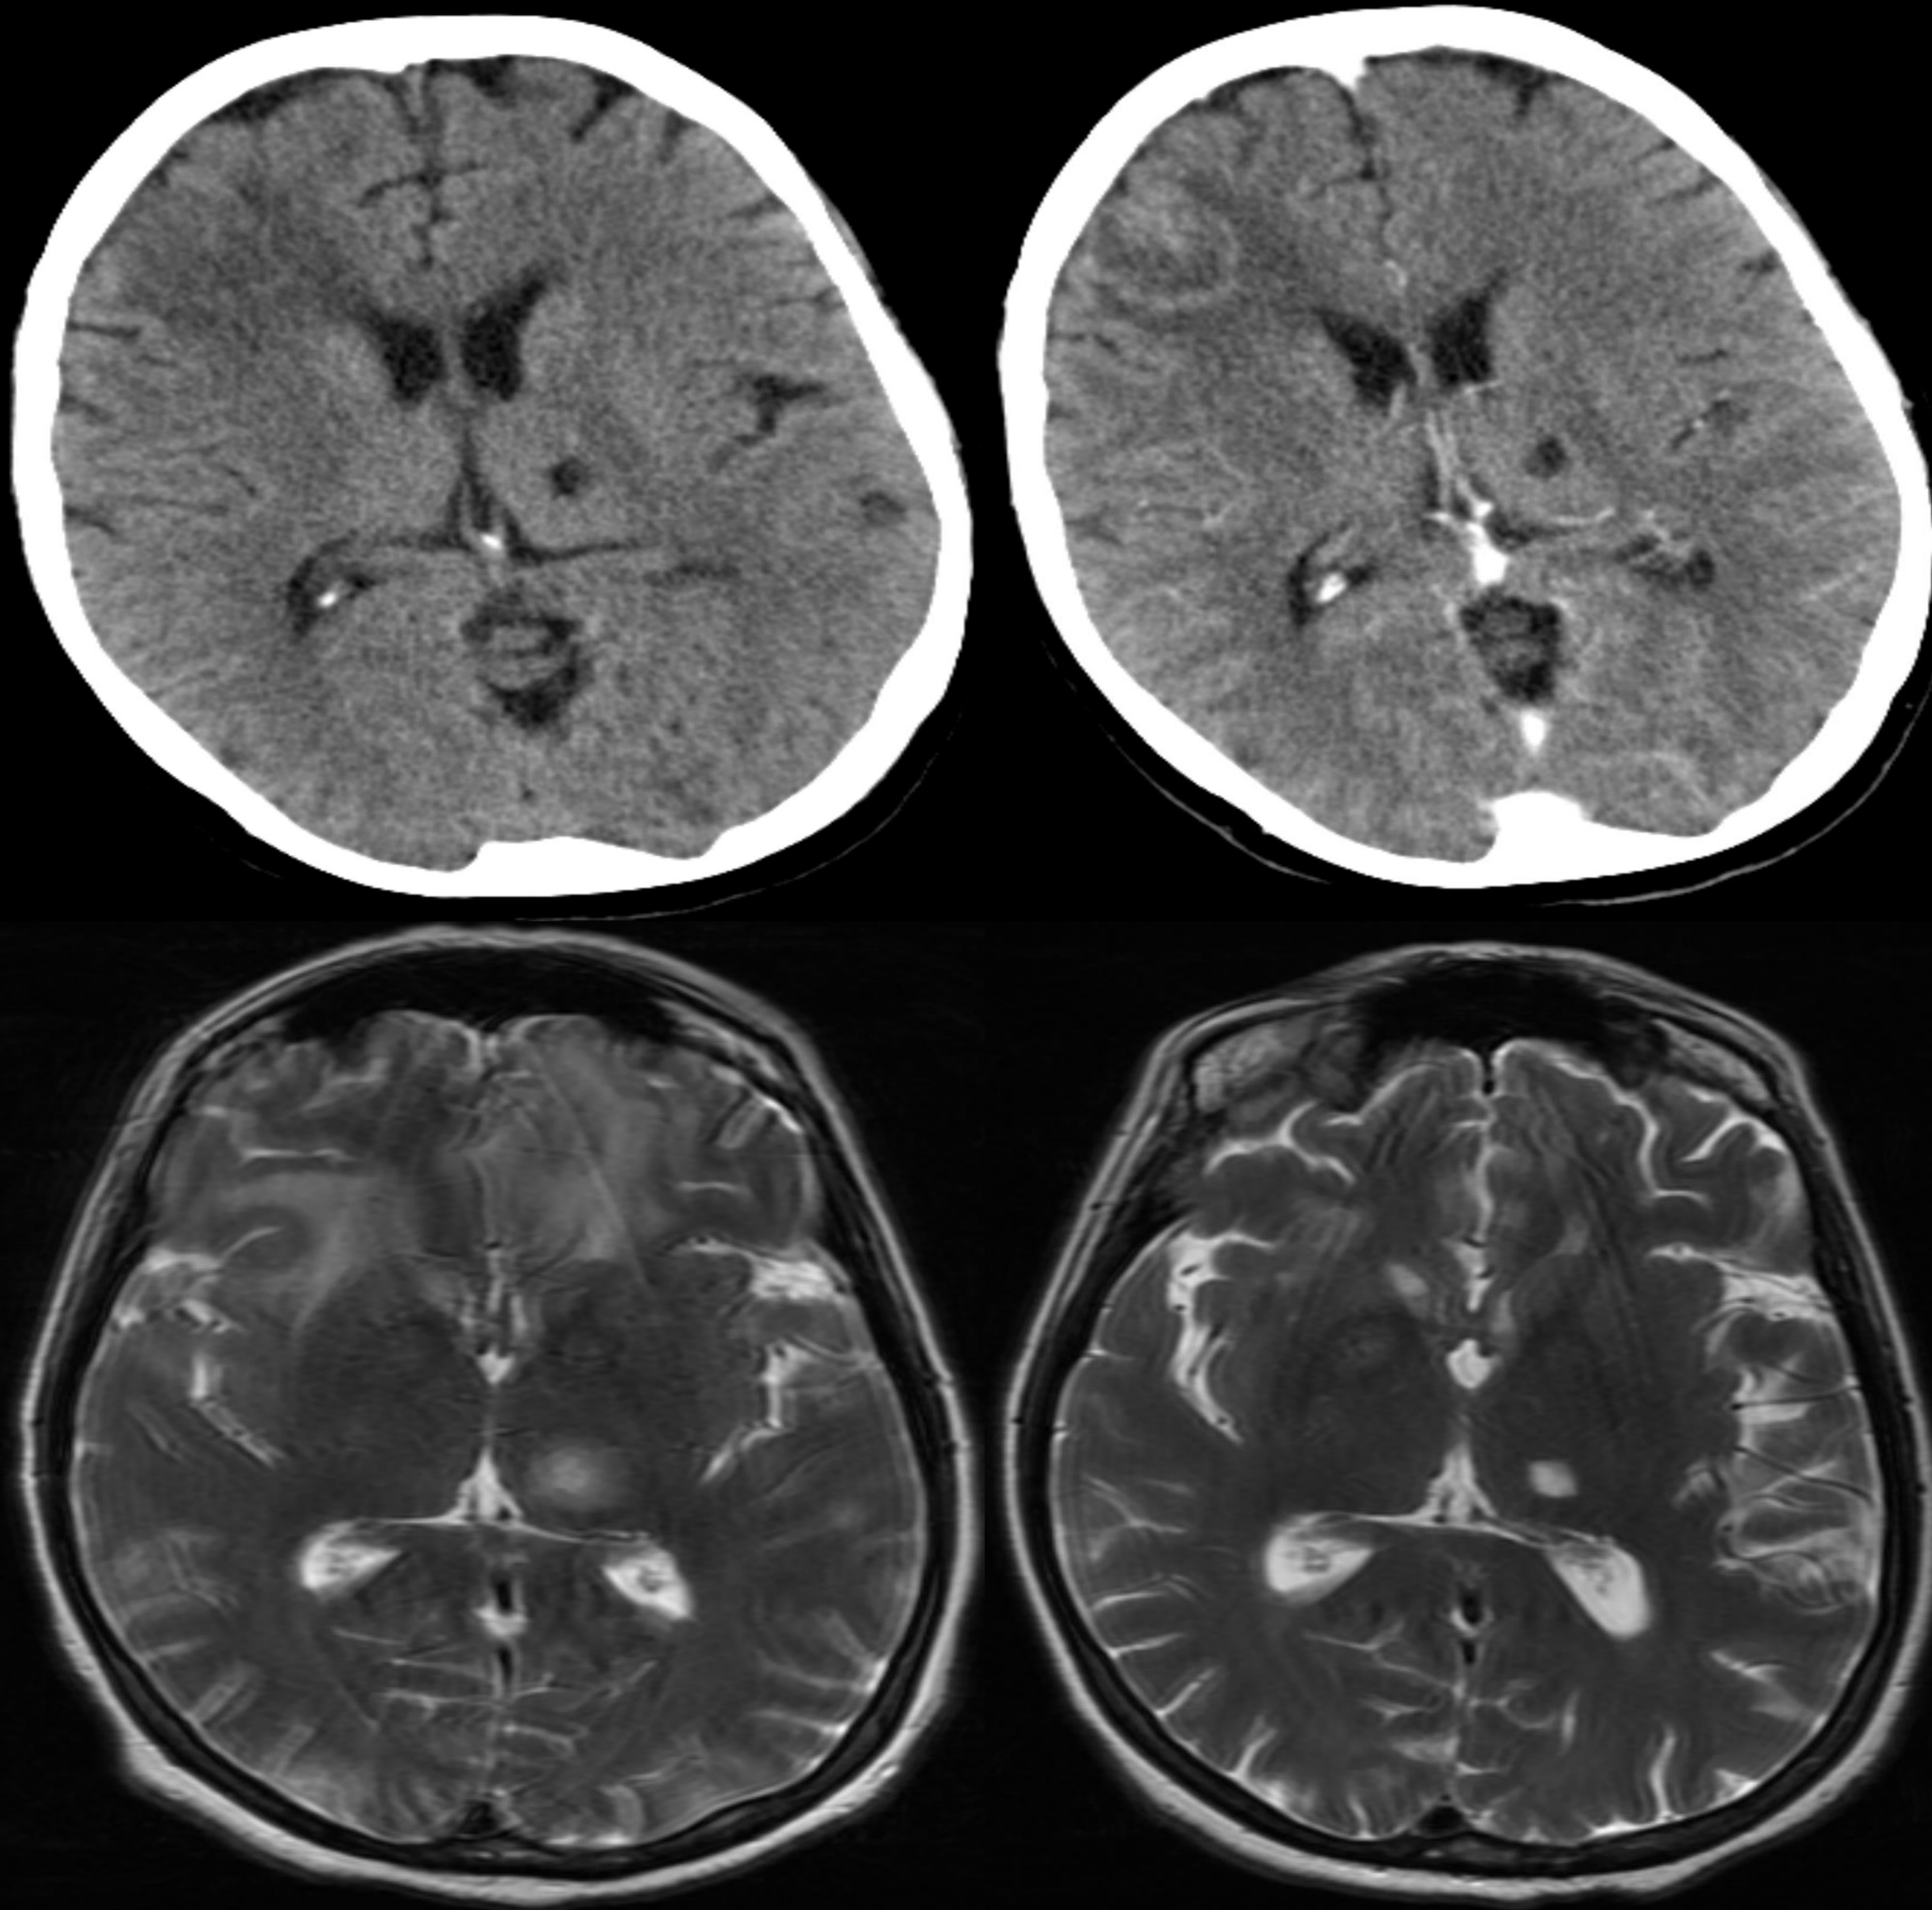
TC sin y con contraste intravenoso un mes después de iniciar tratamiento antibiótico que muestra intensa hipodensidad de la lesión talámica (transformación quística) y ausencia de realce.
